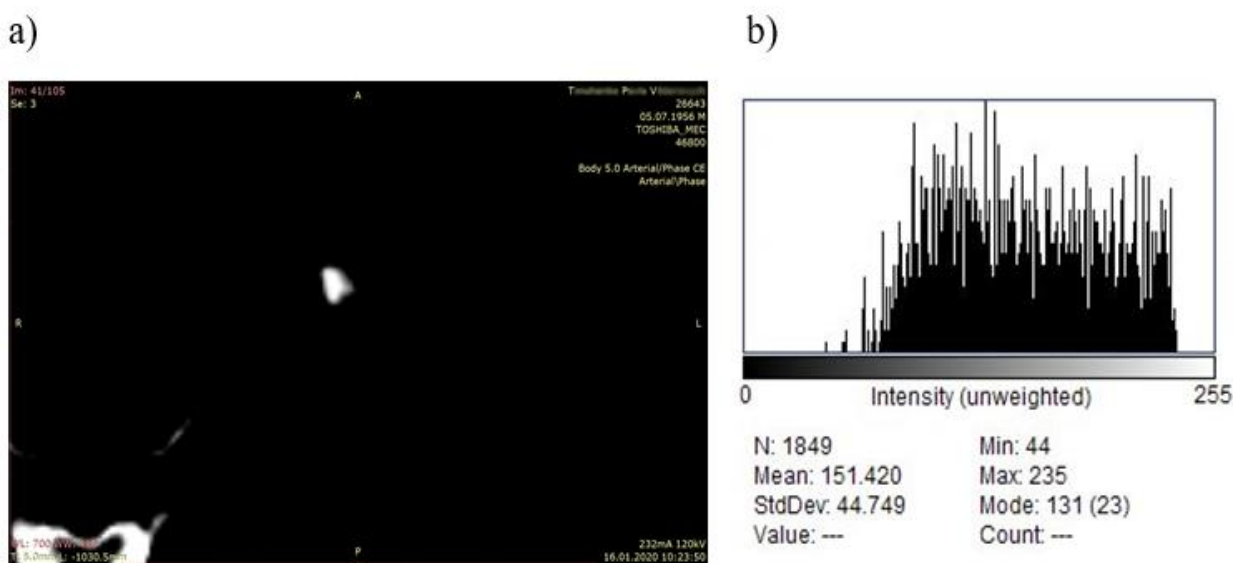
Томографічне зображення ниркового каменю (структурний тип В): 800-кратне збільшення, WL=700 (a) та відповідна йому ImageJ-гістограма (b).
